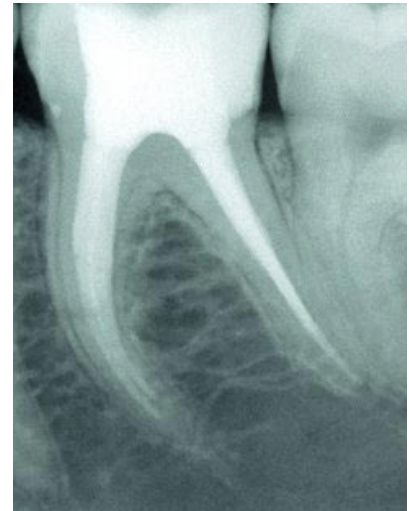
Röntgenkontrollaufnahme
